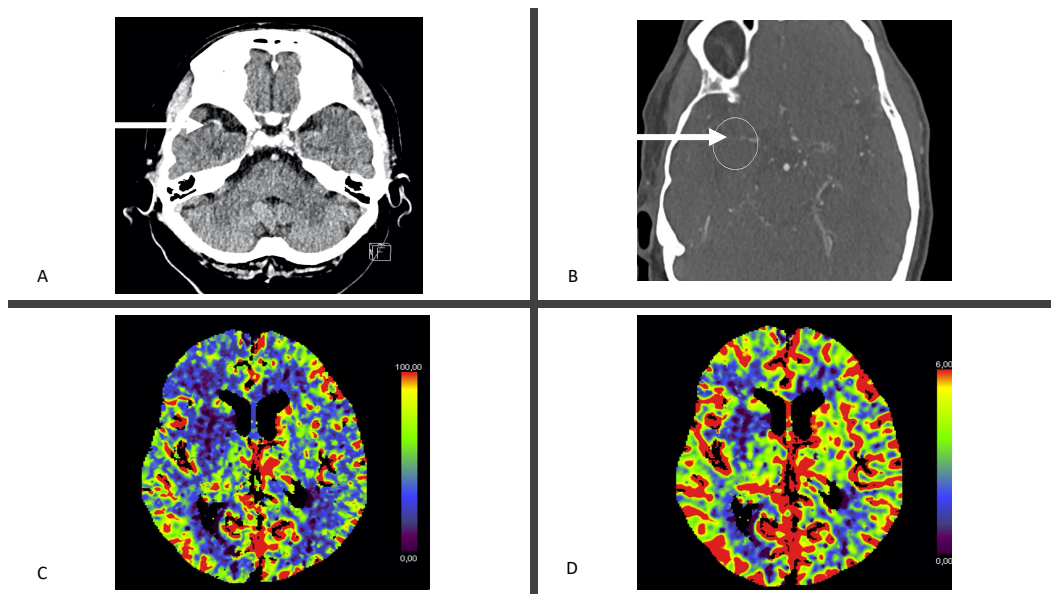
Multimodale CT bei einem akuten Schlaganfall. In Bild A ist das hyperdenses Arterienzeichen rechts im M1-Segment erkennbar. Bild B zeigt den Kontrastierungsabbruch im M1-Segment rechts (im Kreis markiert). Korrelierend kommt es zu einer Reduktion des cerebralen Blutflusses rechts frontal und im Nucleus lentiformis (Bild C) und anteilig auch zu einer Reduktion des cerebralen Blutvolumens (Bild D) im Medialstromgebiet rechts.
